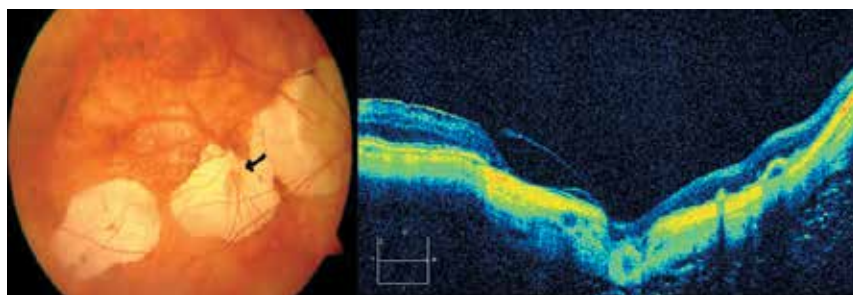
Пациент М., 76 лет. 5-я стадия миопических изменений глазного дна: миопическая стафилома, обширные очаги хориоретинальной атрофии в заднем полюсе с захватом макулярной области, локальная эктазия склеры в макуле (указана стрелкой), атрофия слоя хориокапилляров, резкое сужение ретинальных сосудов. Оптическая когерентная томография макулярной области: выраженная атрофия нейросенсорного слоя и слоя пигментного эпителия сетчатки, выраженная деформация склеральной оболочки глазного яблока
